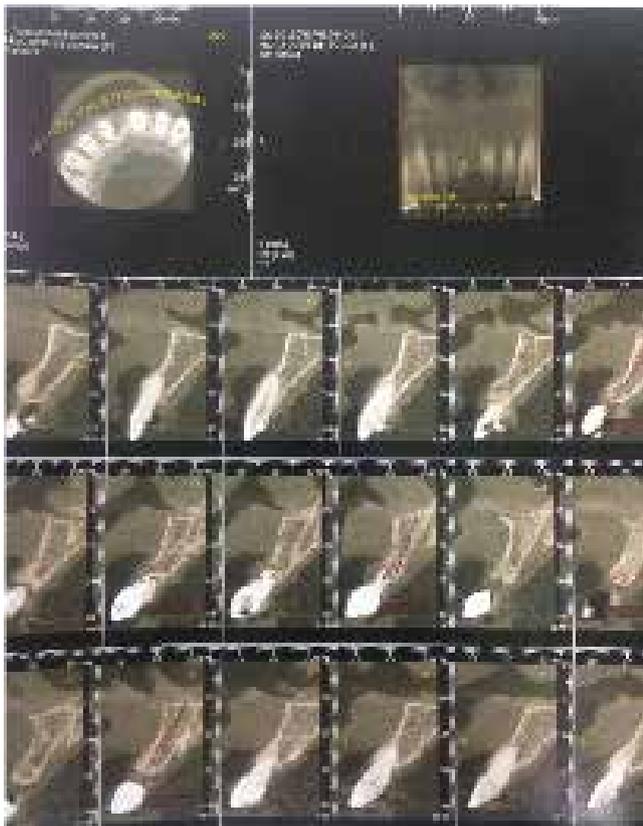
Tomografia computadorizada por feixe cônico (Cone beam).
